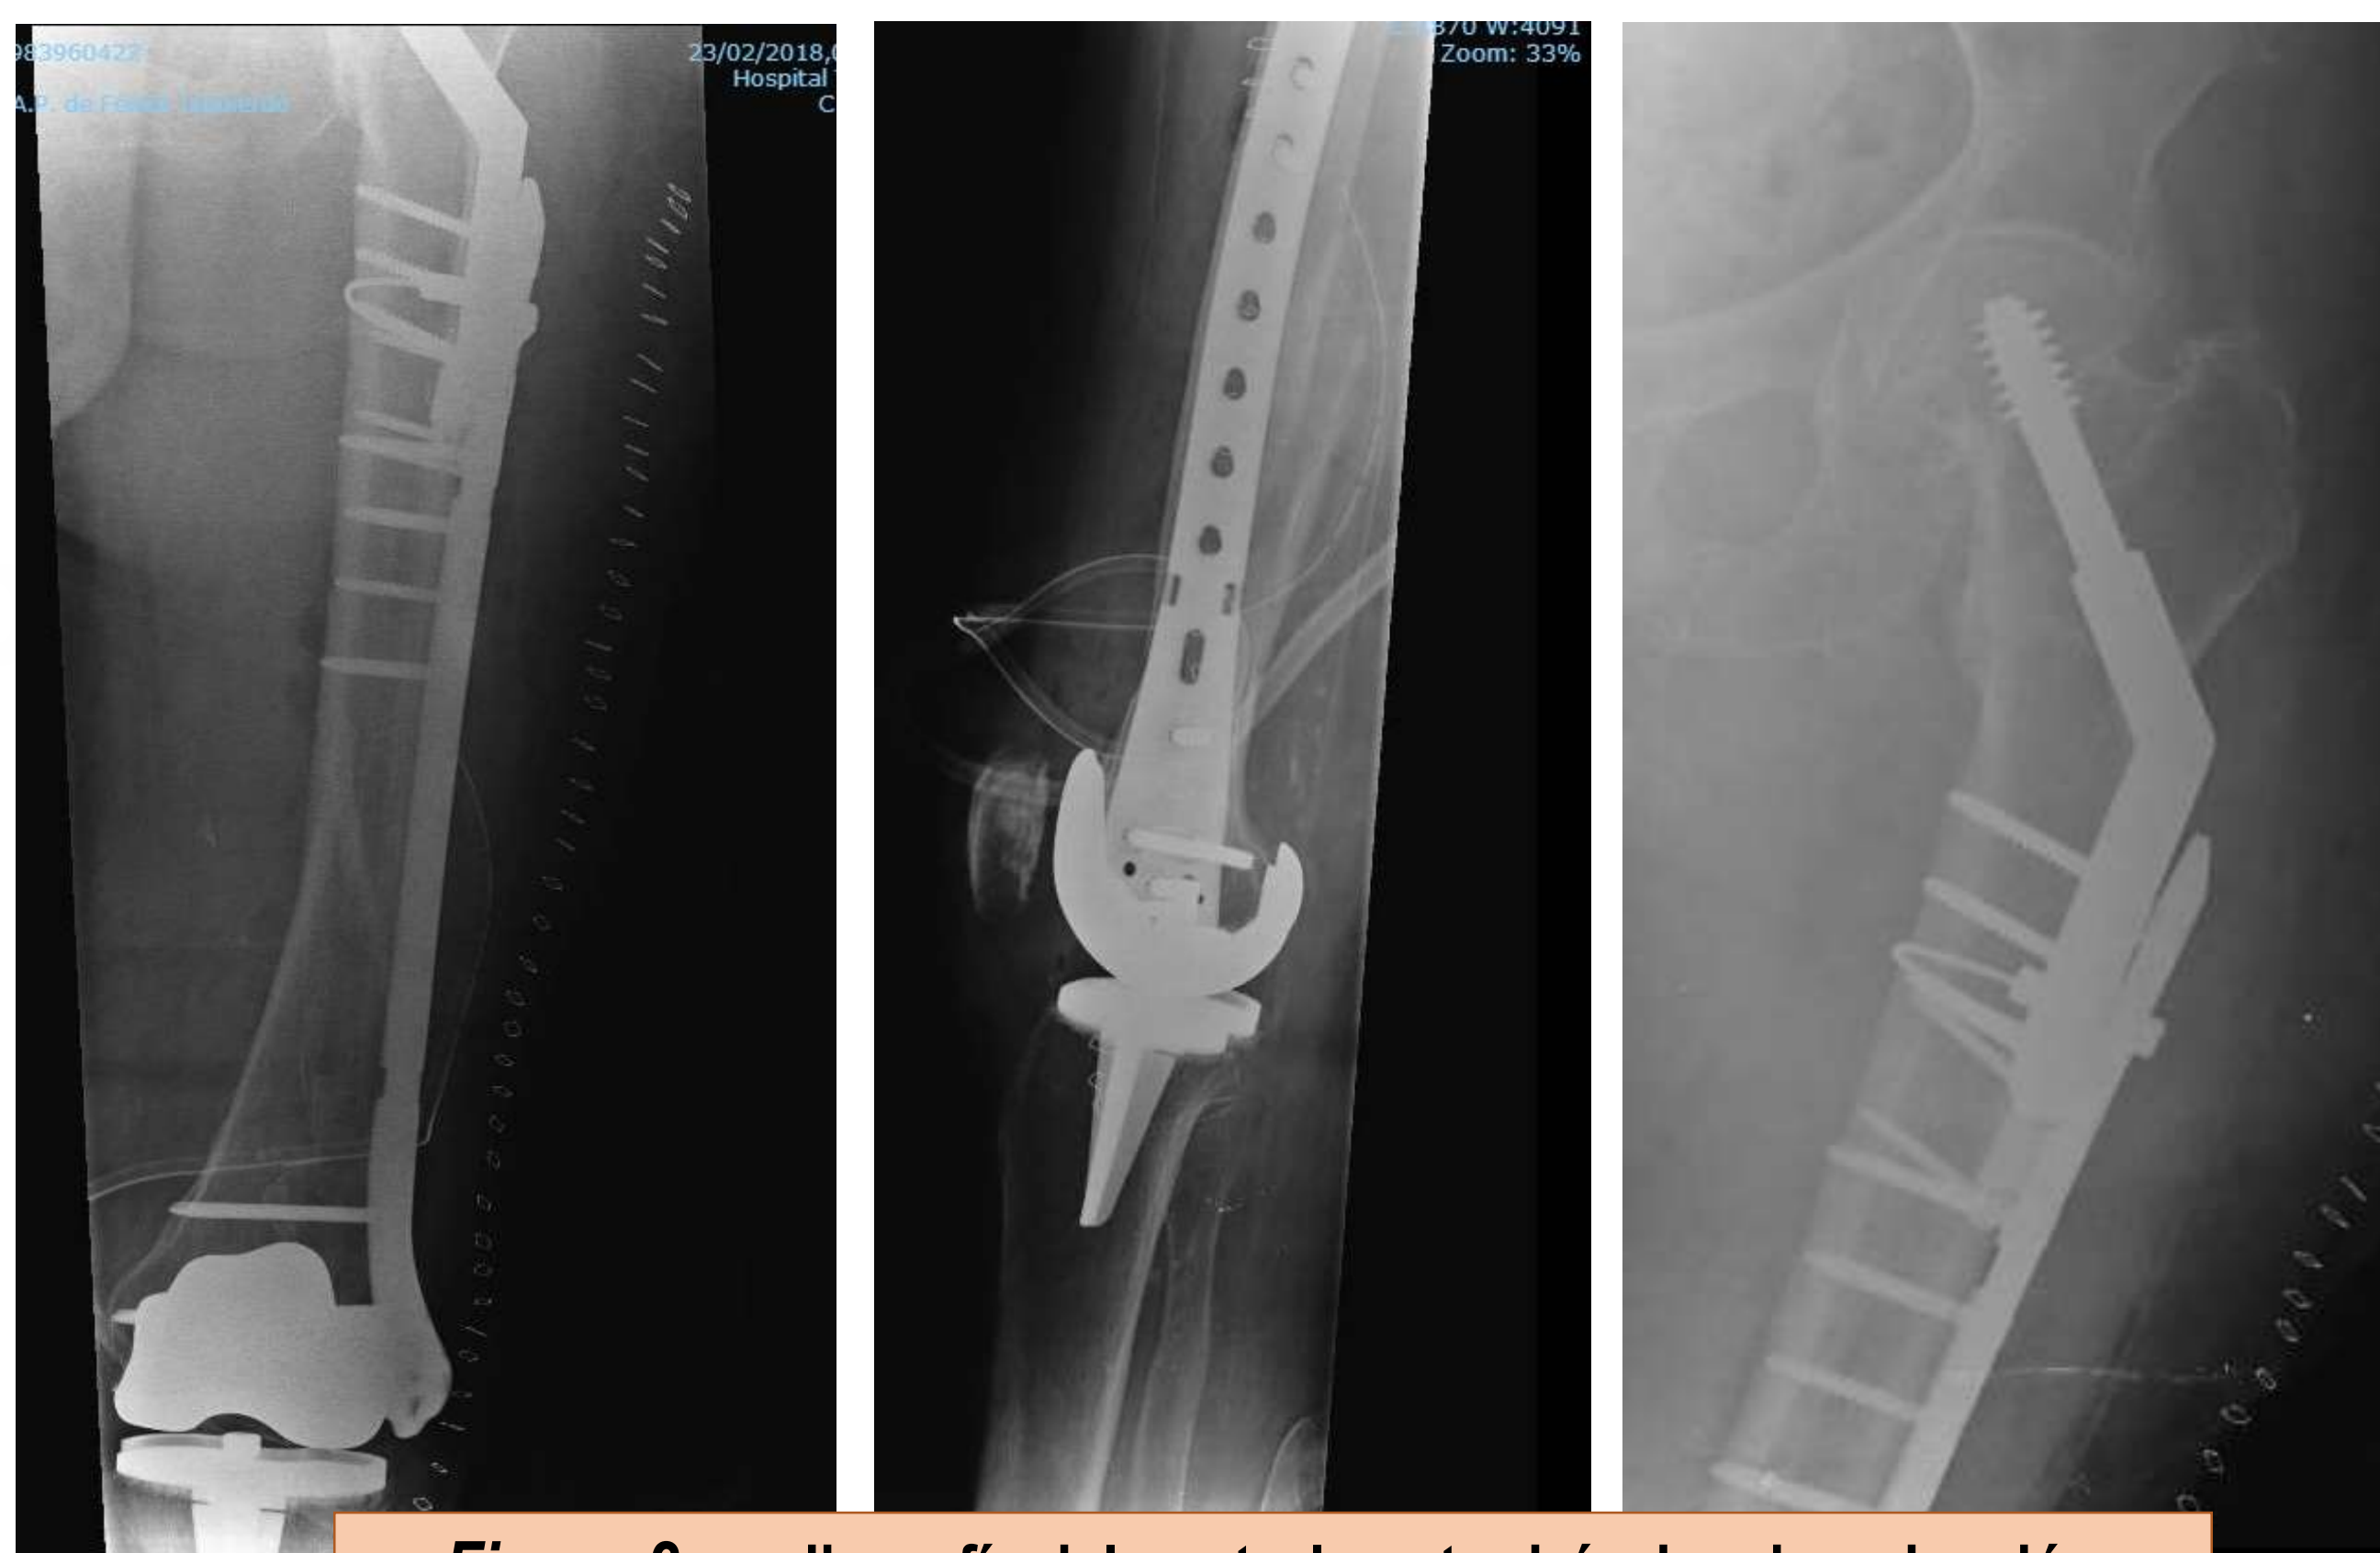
radiografía del control postquirúrgico de reducción abierta y fijación con placa bloqueada solapando implantes previos
